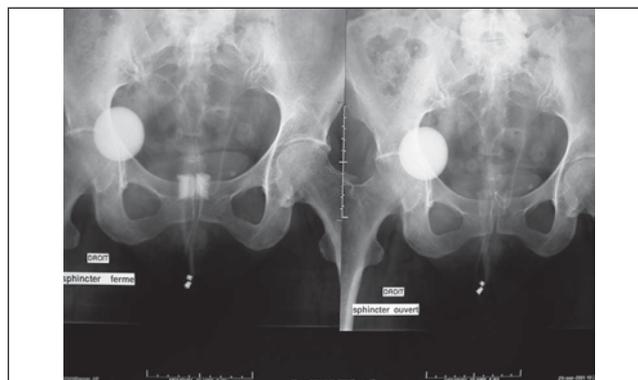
Protocole de la radiographie de l'abdomen sphincter fermé puis ouvert.
